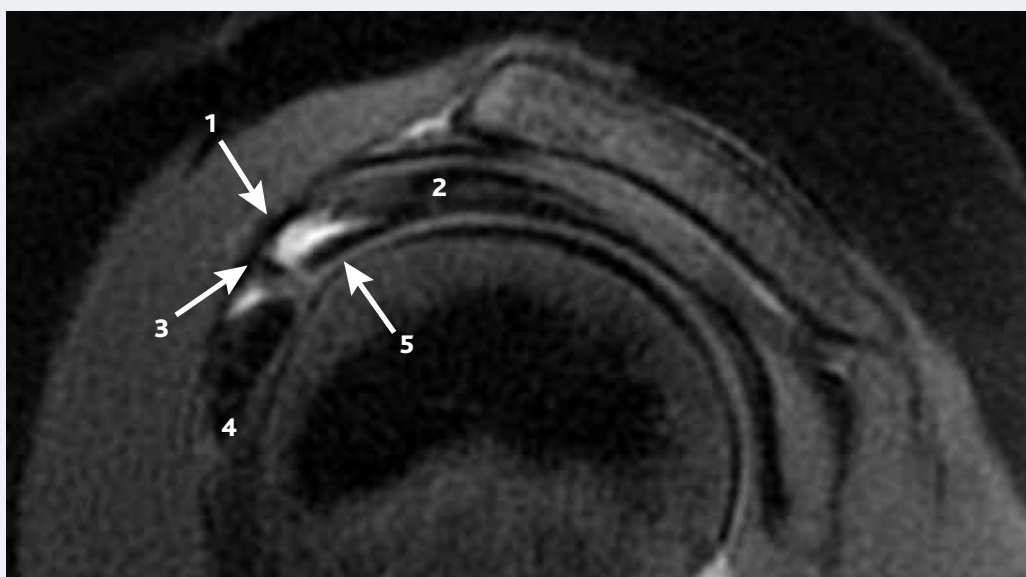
Intervalle des rotateurs et poulie du biceps sur une coupe sagittale en arthro-IRM. 1 : ligament coraco-huméral ; 2 : supra-épineux ; 3 : ligament gléno-huméral supérieur ; 4 : subscapulaire ; 5 : biceps.
